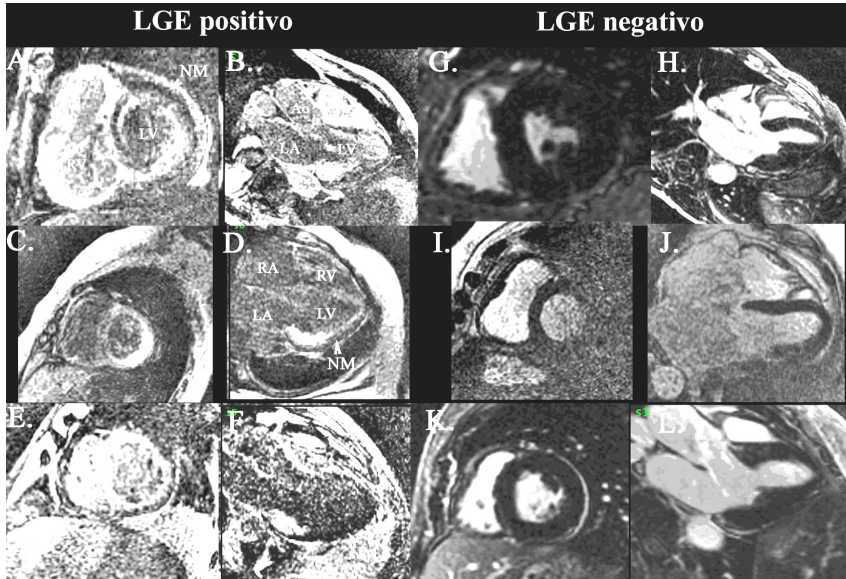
Imágenes de la RM luego del uso de gadolinio en las que se muestra el realce tardío de gadolinio en pacientes con amiloidosis de cadena ligera con afectación cardíaca (A-F). Los pacientes con amiloidosis AL sin afectación cardíaca no presentaron realce miocárdico. (G-L). Reimpreso con permiso de Migrino RQ y cols. BMC Med Phys. 2009.
